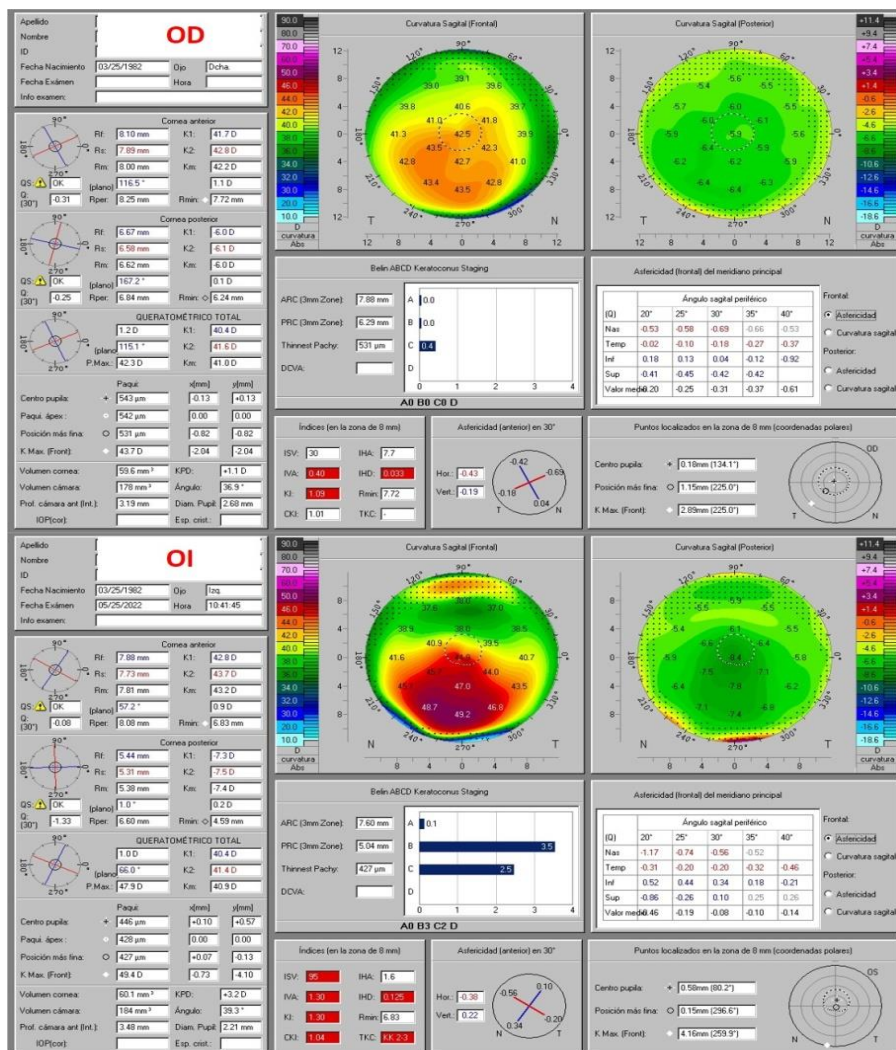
Pantalla topométrica del ojo derecho (OD) y el ojo izquierdo (OI). Tomografía con el Oculis Pentacam AXL.
